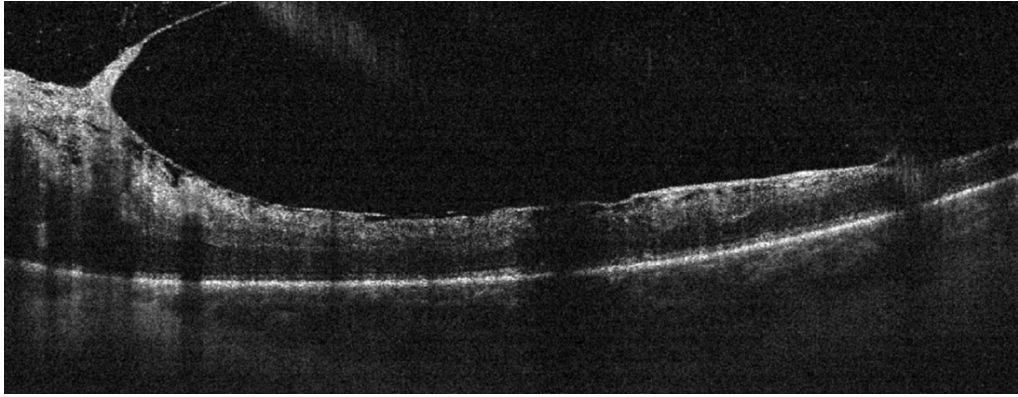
Оптическая когерентная томография левого глаза пациента К. Визуализируется зона ретиношизиса в области витреоретинальной тракции
